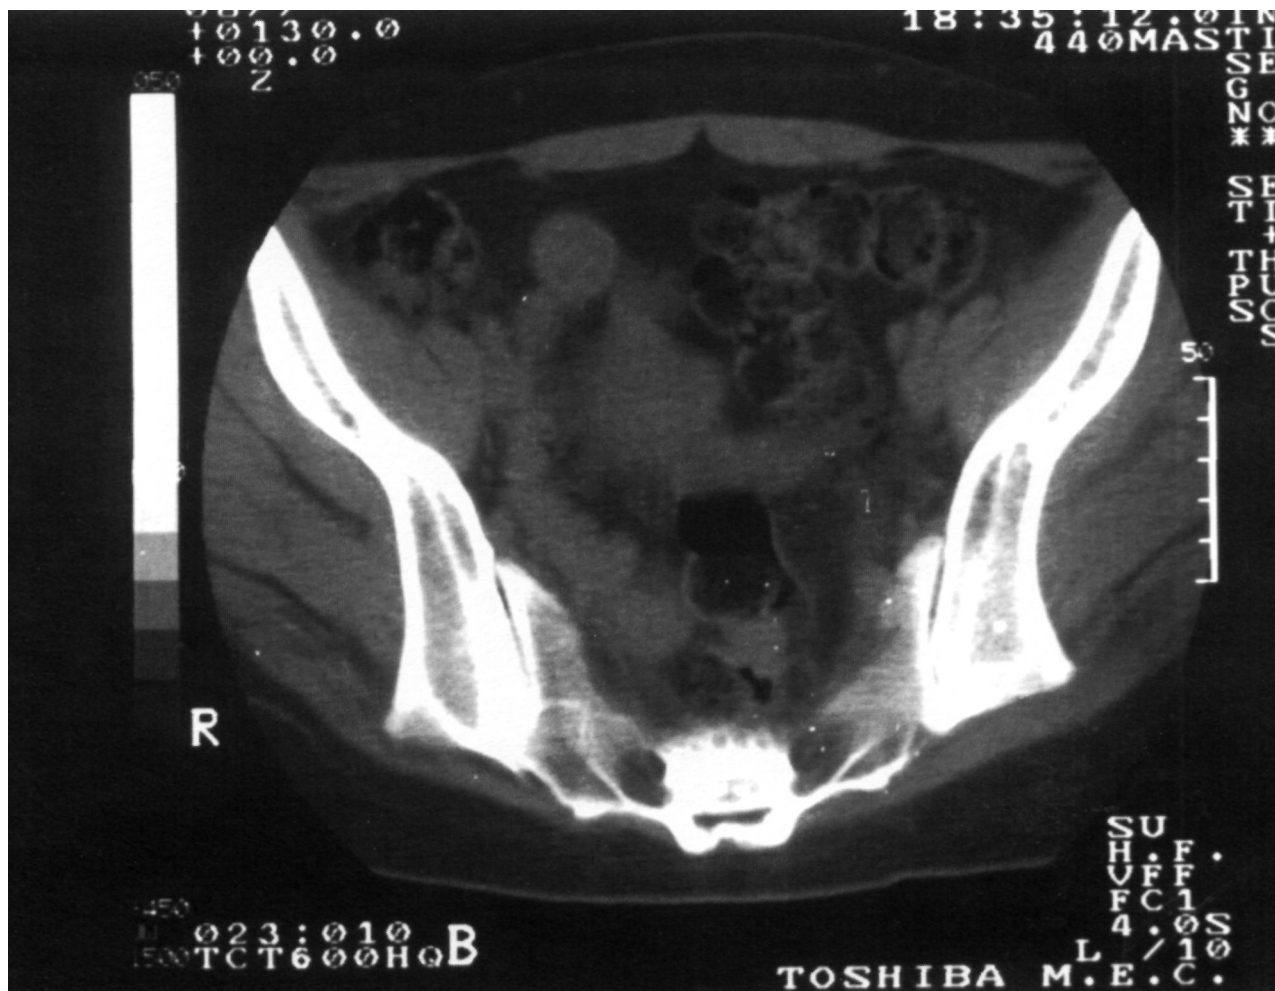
TAC pelvis. Localización de los cuernos ilíacos.
